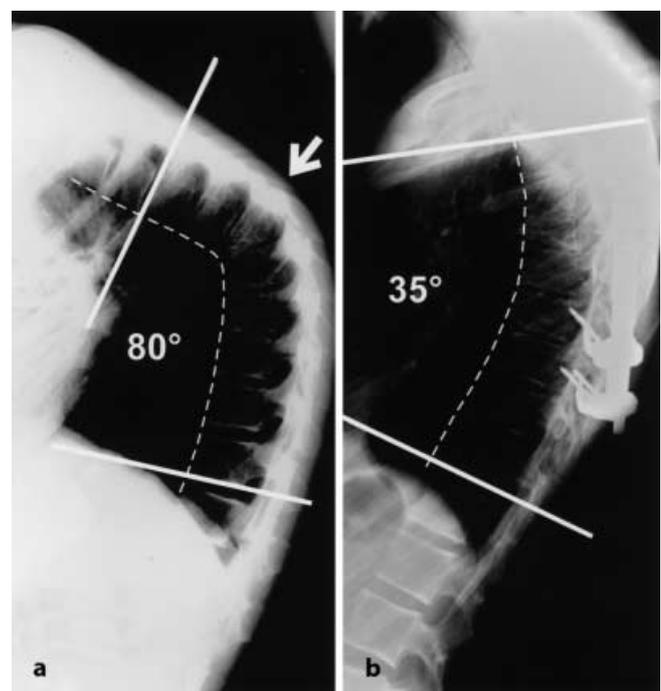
► a Seitliches Röntgenbild der BWS eines 15-jährigen Knaben mit dorsalem Halbwirbel auf Höhe Th6 und kyphotischem Knick. b 1 Jahr nach teilweiser Vertebrektomie von dorsal und dorsaler Aufrichtung mit dem Universal Spinal System (USS) Instrumentarium
